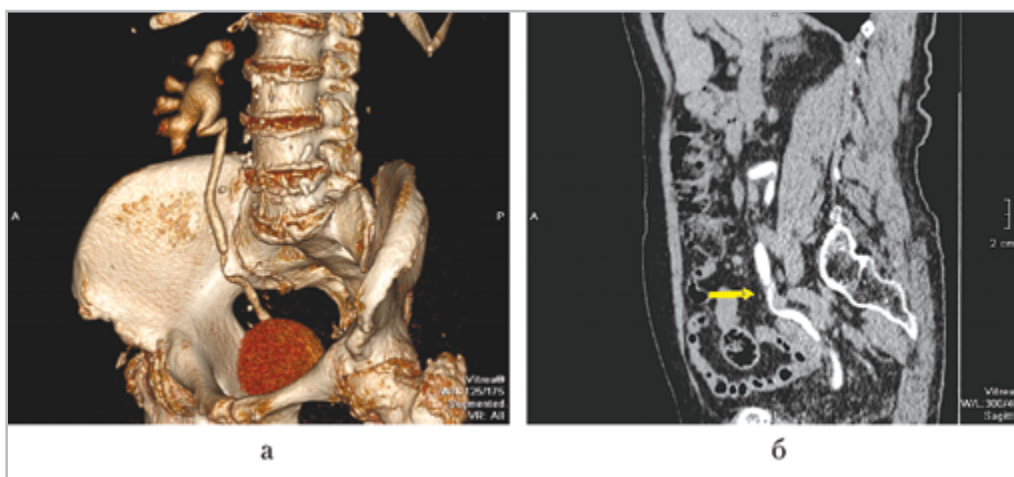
Компьютерные томограммы забрюшинного пространства пациентки с ранением средней трети мочеточника единственной правой почки стентом через 1 мес после травмы, выделительная фаза: *а* — 3D-реконструкция; в средней трети мочеточника сформировалась стриктура с неравномерным сужением просвета мочеточника; *б* — сагиттальная проекция; стенки мочеточника неравномерно утолщены за счет рубцовых изменений, определяется импрегнированный в подслизистый слой конкремент (стрелка)
